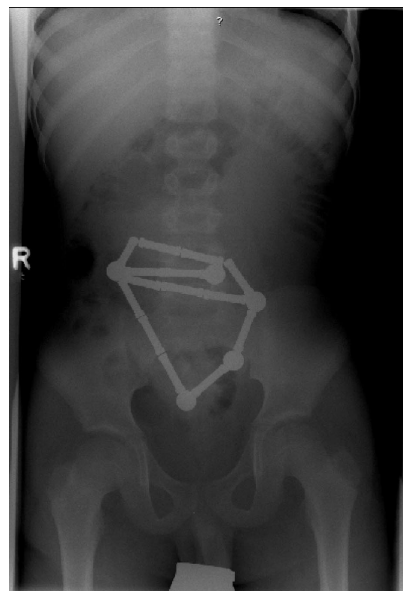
Röntgendichter unregelmäßig konfigurierter Fremdkörper bestehend aus mehreren Einzelteilen im Mittelbauch
